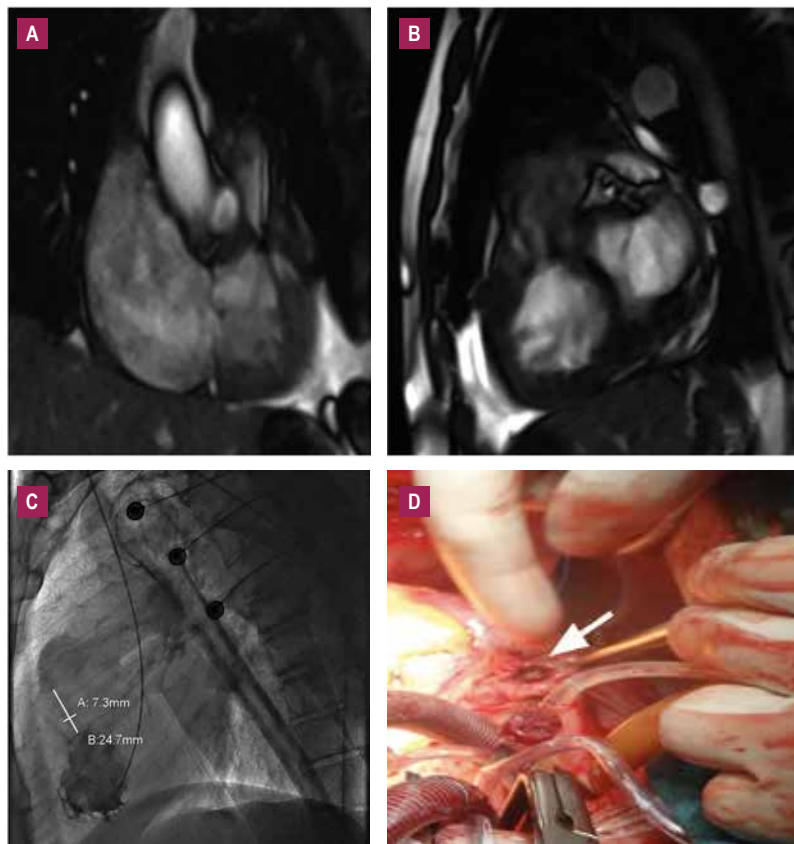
A. Resonancia cardíaca que muestra "aliasing" o deslizamiento en el VD, en este caso, signo de obstrucción del VD. B. Separación del VD en dos cámaras debido a una banda fibromuscular, en la porción proximal del infundíbulo. La cámara proximal de alta presión está muy trabeculada, contrariamente a la cámara distal de baja presión. C. La ventriculografía del VD muestra la obstrucción del ventrículo derecho de 7,3 milímetros. D. En el quirófano, identificamos la banda fibromuscular (flecha).
